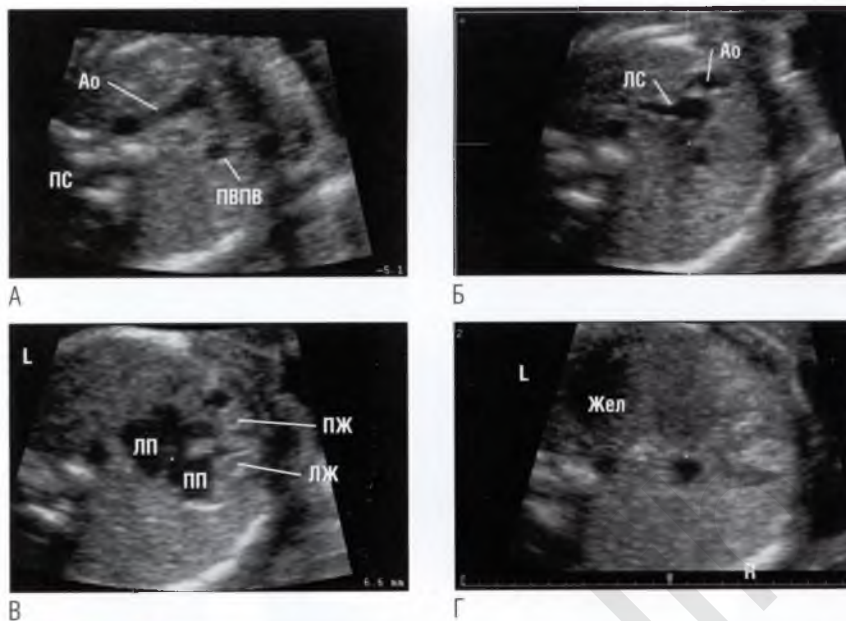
(А–Г) Томографические ультразвуковые срезы из заданного «сердечного объема» демонстрируют типичные признаки врожденной корригированной транспозиции магистральных сосудов. В данном случае (А) невозможно получить обычный срез через три сосуда. На срезе (Б) делящийся на ветви магистральный сосуд (это легочный ствол, ЛС) отходит от левого желудочка (ЛЖ) и располагается в центре грудной клетки, в то время как второй магистральный сосуд отходит кпереди и слева от легочного ствола, формируя дугу (это аорта, Ao). На (В) определяется сердце, обращенное верхушкой больше вправо, а также морфологически левый желудочек, локализующийся справа от морфологически правого желудочка. Левое предсердие (ЛП) расположено нормально — слева от правого предсердия (ПП). На (Г) показано нормальное положение в брюшной полости желудка (Жел), аорты и нижней полой вены. (Д) На анатомическом препарате сердца видно, что верхушка сердца направлена вправо. Морфологически правый желудочек расположен слева от морфологически левого желудочка. Аорта отходит краниальнее, кпереди и слева от легочного ствола. ПВПВ — правая верхняя полая вена; ПЖ — правый желудочек; ПС — позвоночный столб.
